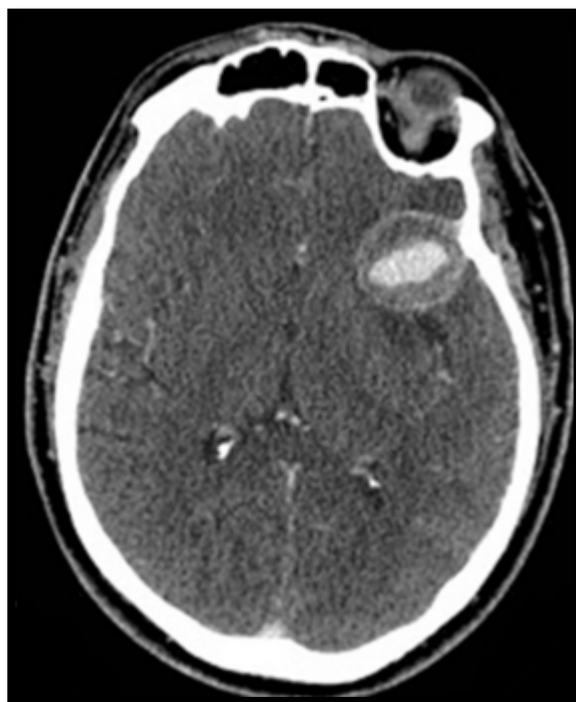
TDM objectivant un géant anévrysme de l'ACM gauche thrombosé avec œdème péri lésionnel (79).
